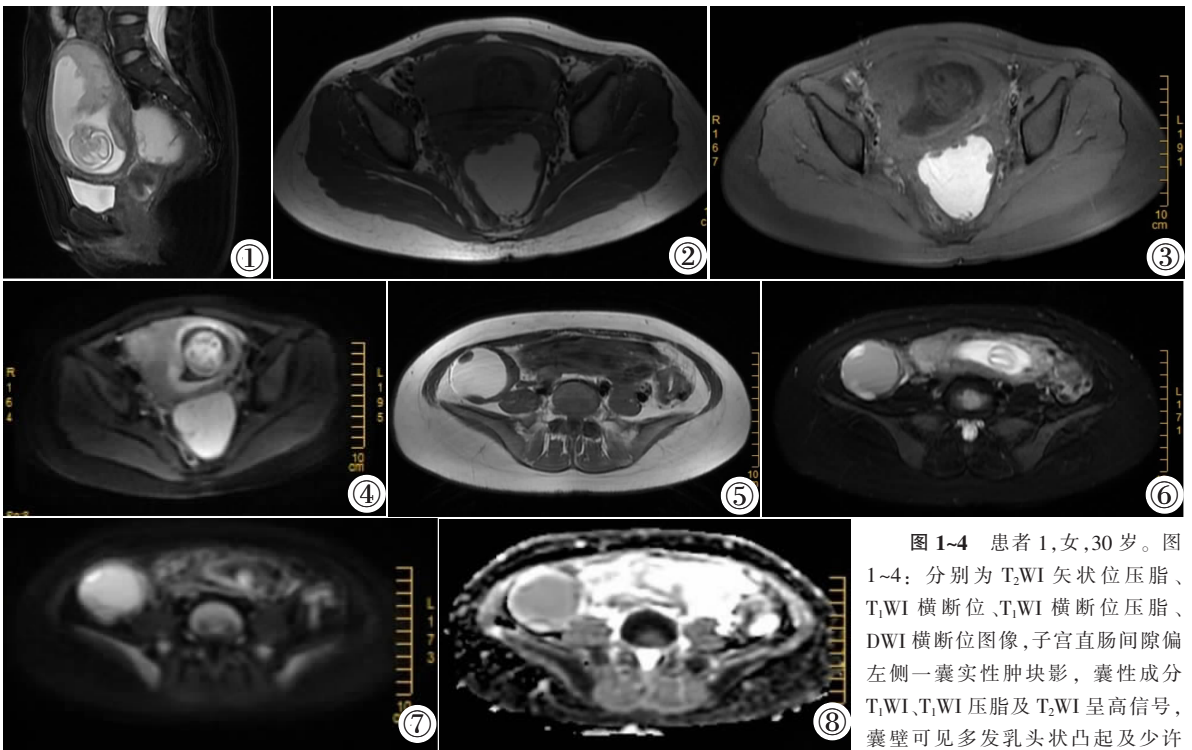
~4 患者 1,女,30 岁。图 1~4: 分别为 T₂WI 矢状位压脂、T₁WI 横断位、T₁WI 横断位压脂、DWI 横断位图像,子宫直肠间隙偏左侧一囊实性肿块影,囊性成分 T₁WI、T₂WI 压脂及 T₂WI 呈高信号,囊壁可见多发乳头状凸起及少许
